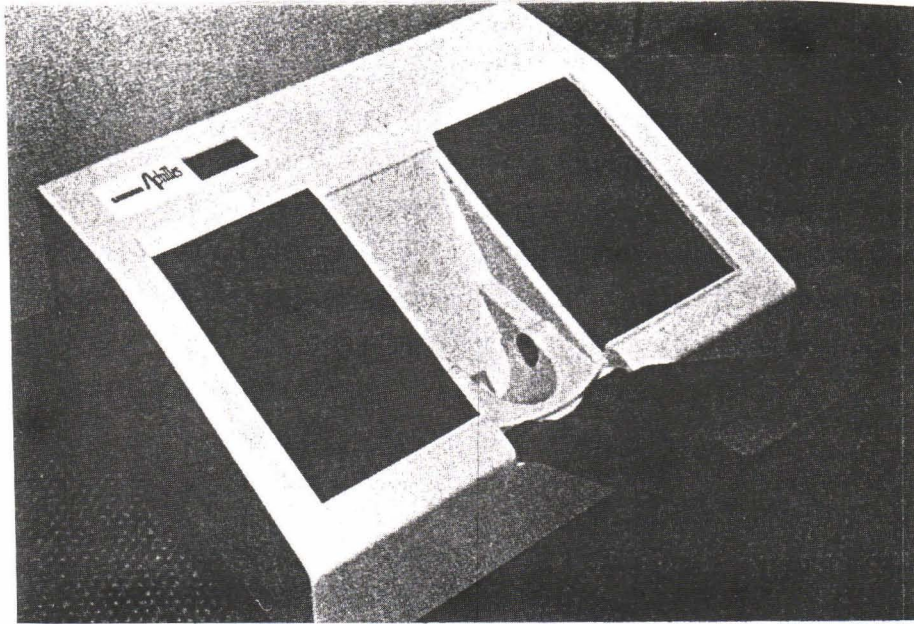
Broadband ultrasonic attenuation.<sup>(5)</sup>
